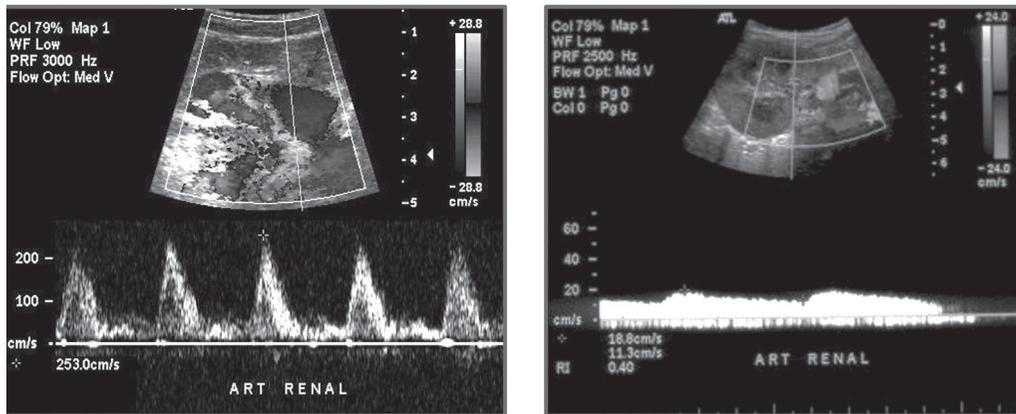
Doppler estenosis arterial renal.
